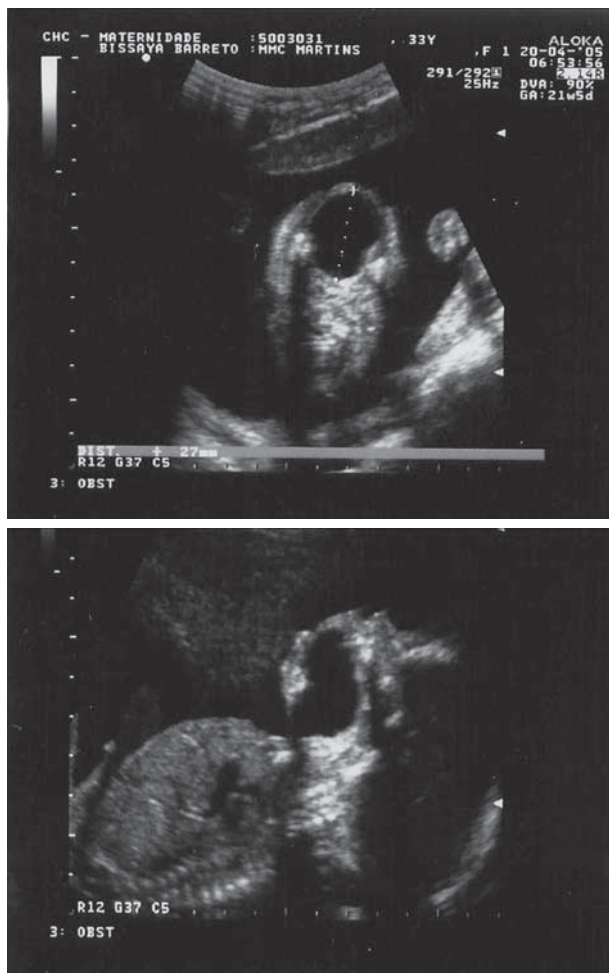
Ecografia realizada às 21 semanas
